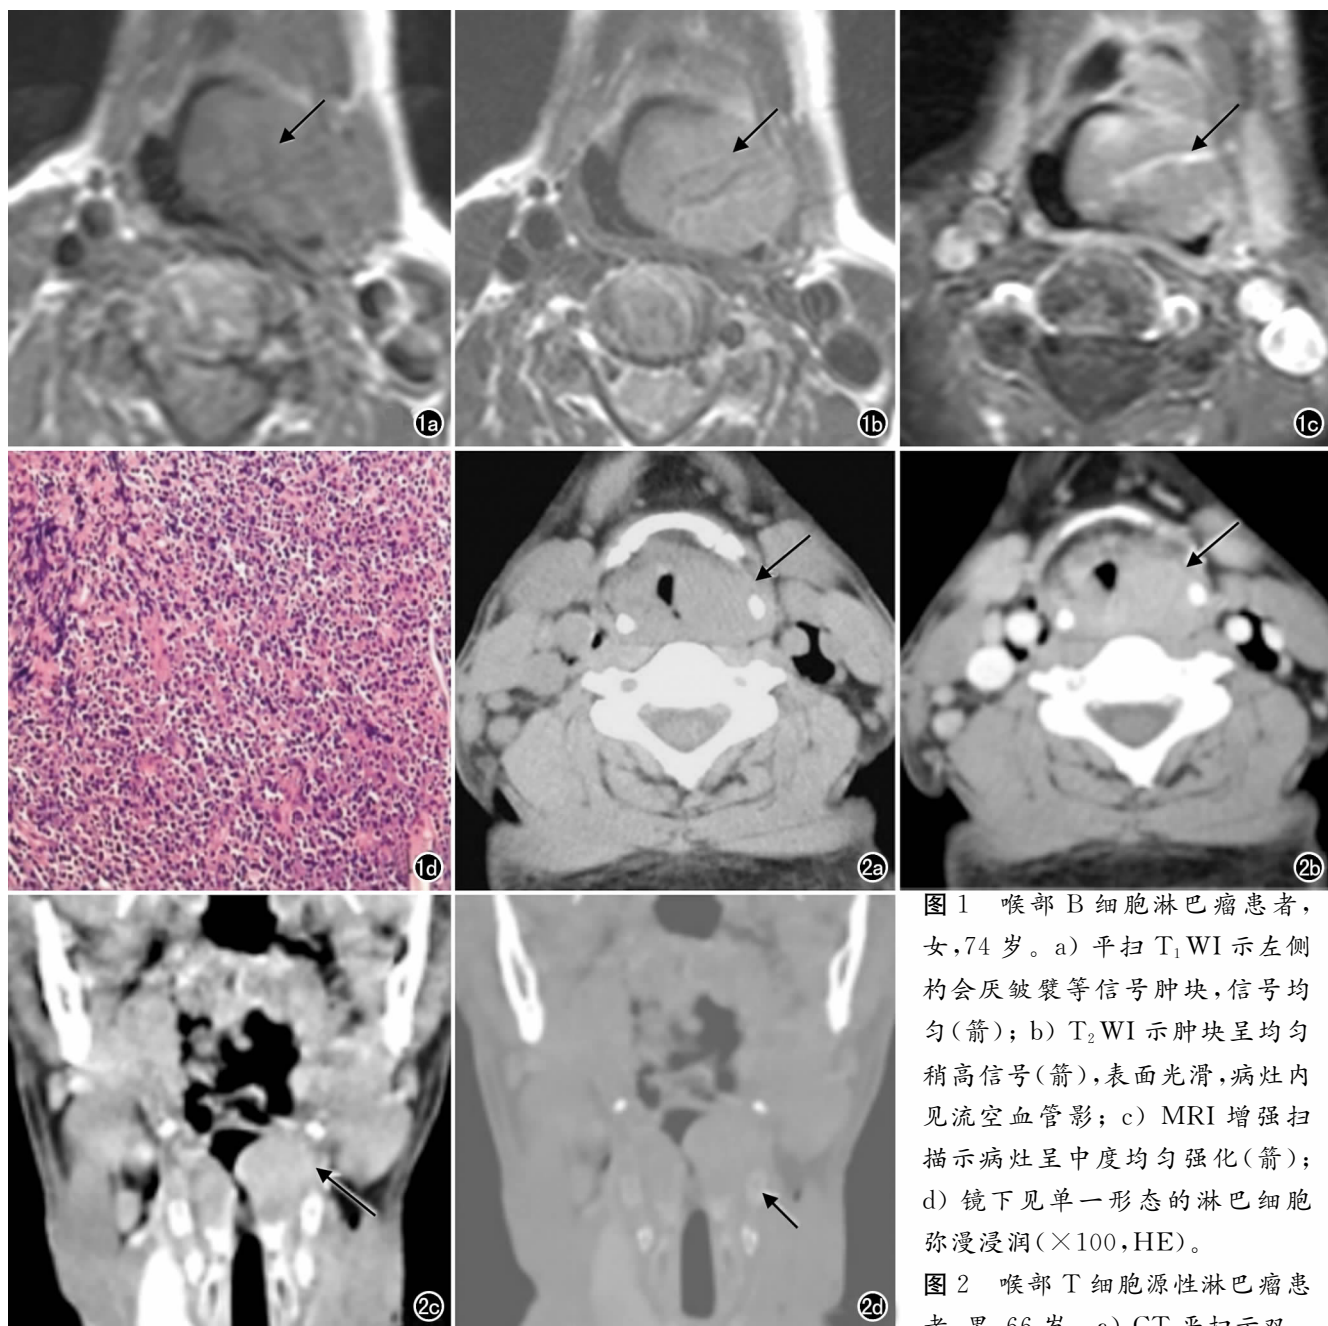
喉部 B 细胞淋巴瘤患者, 女, 74 岁。a) 平扫 T<sub>1</sub> WI 示左侧杓会厌皱襞等信号肿块, 信号均匀(箭); b) T<sub>2</sub> WI 示肿块呈均匀稍高信号(箭), 表面光滑, 病灶内见流空血管影; c) MRI 增强扫描示病灶呈中度均匀强化(箭); d) 镜下见单一形态的淋巴细胞弥漫浸润(×100, HE)。
